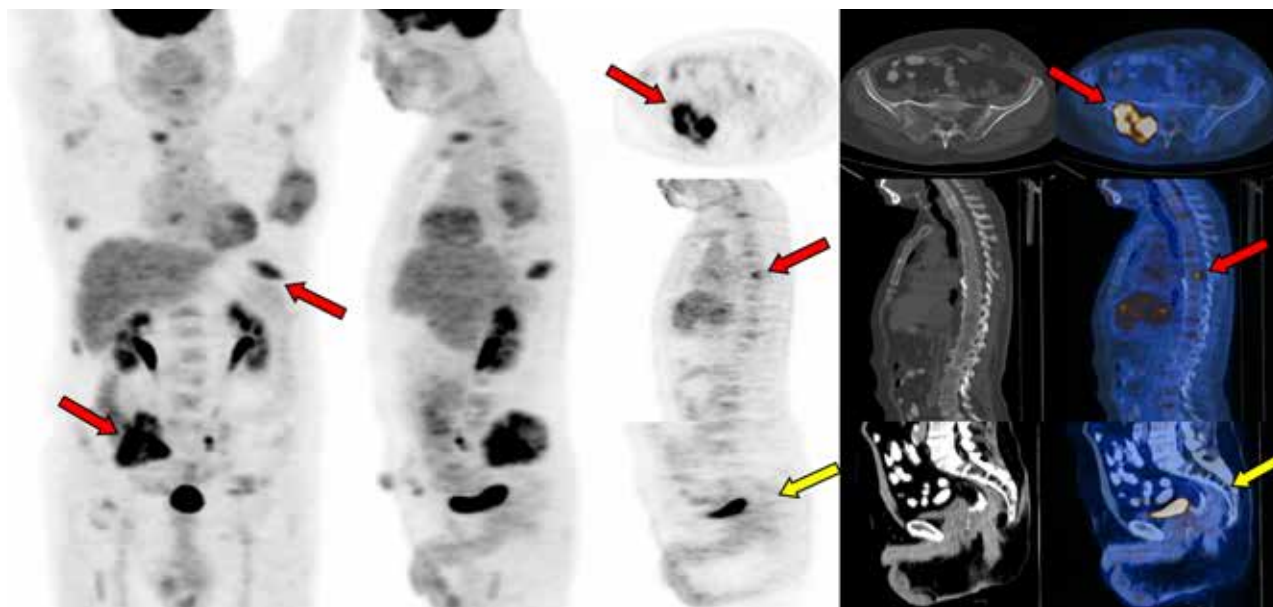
Hombre de 76 años. Operación de Miles (2012) por adenoCa mucosecretante tipo úlcero-infiltrante. Recibió quimioterapia post quirúrgica. Consulta por lumbalgia. En la TC se observa lesión lítica en el sacro. El PET confirma múltiples lesiones óseas secundarias, metabólicamente activas (flechas rojas). La TC muestra también tejido presacro sospechoso. El PET muestra que es fibrosis secular post-quirúrgica (flecha amarilla).
